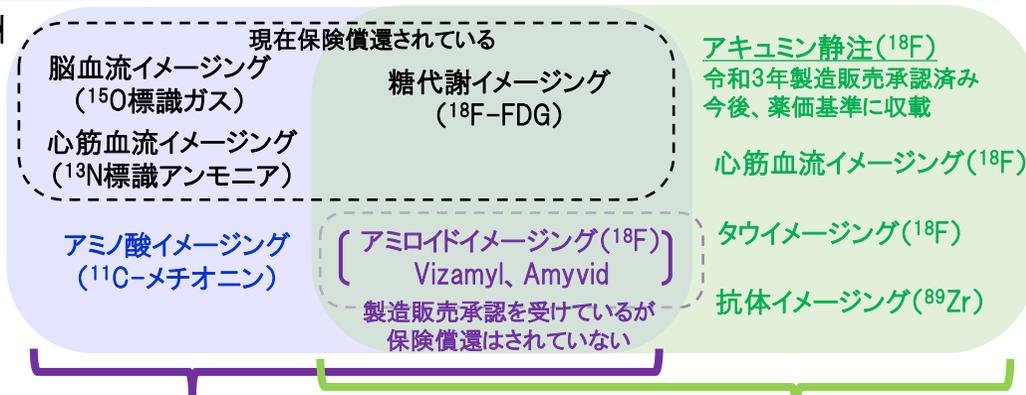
院内製造されるPET薬剤とメーカーからデリバリーされるPET医薬品
